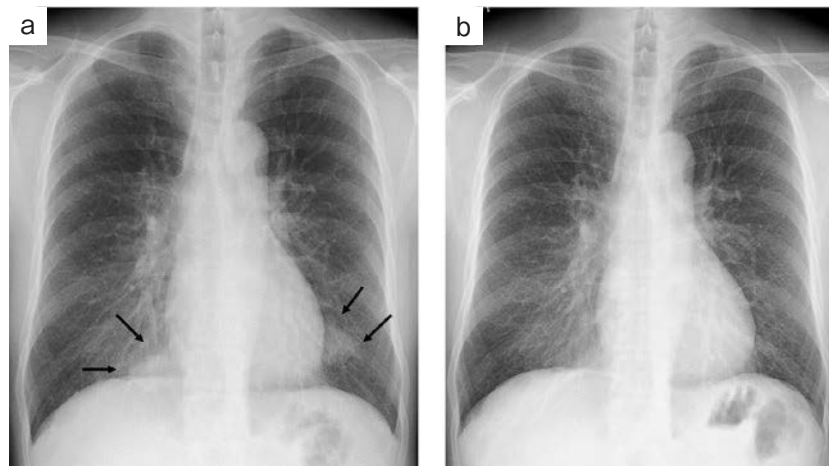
Chest X-ray findings. (a) Chest X-ray on first arrival to our department showing infiltrative shadows (arrows) in bilateral lower lung fields. (b) Chest X-ray 40 days after treatment showing disappearance of infiltrative shadows in bilateral lower lung fields.
